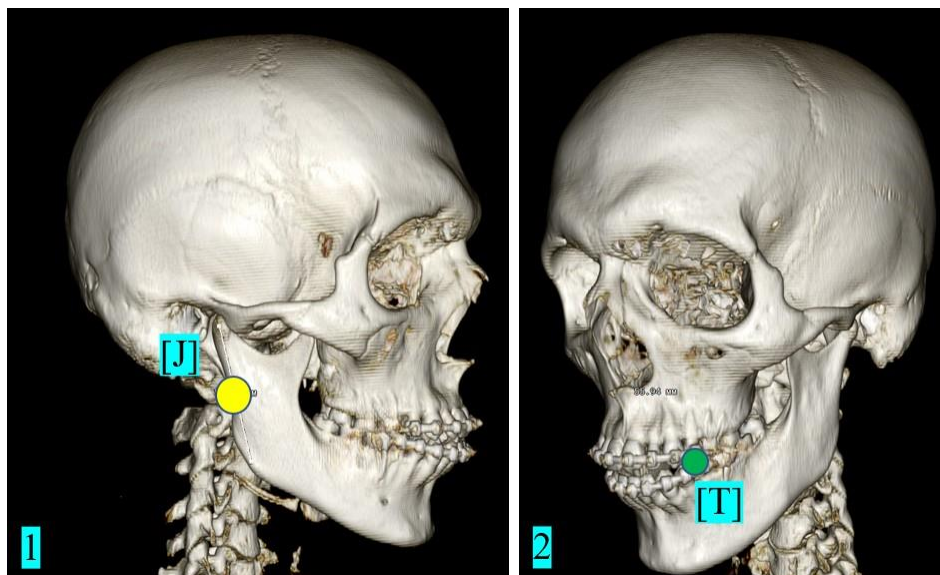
Трехмерная КТ-реконструкция с опорными точками для установки приспособления для проведения проводниковой анестезии
